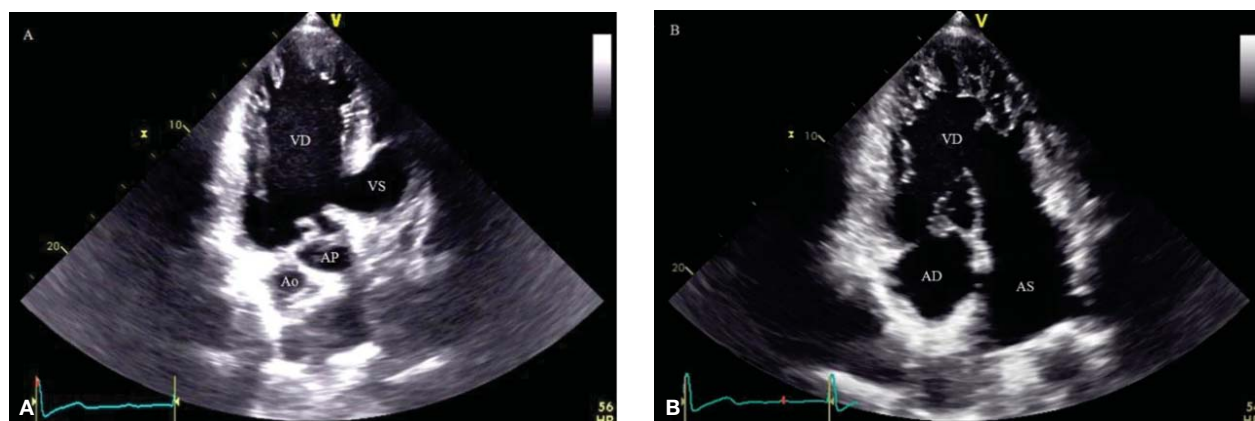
ETT, incidență apical 4 camere modificată. Se observă ventriculul unic funcțional cu morfologie de ventricul drept (VD), cu dublă cale de ieșire (Ao și AP) în imaginea A și dublă cale de intrare (AD și AS) în imaginea B. VD = ventricul drept, VS = ventricul stâng, AP = artera pulmonară, Ao = aorta, AD = atriu drept, AS = atriu stâng
